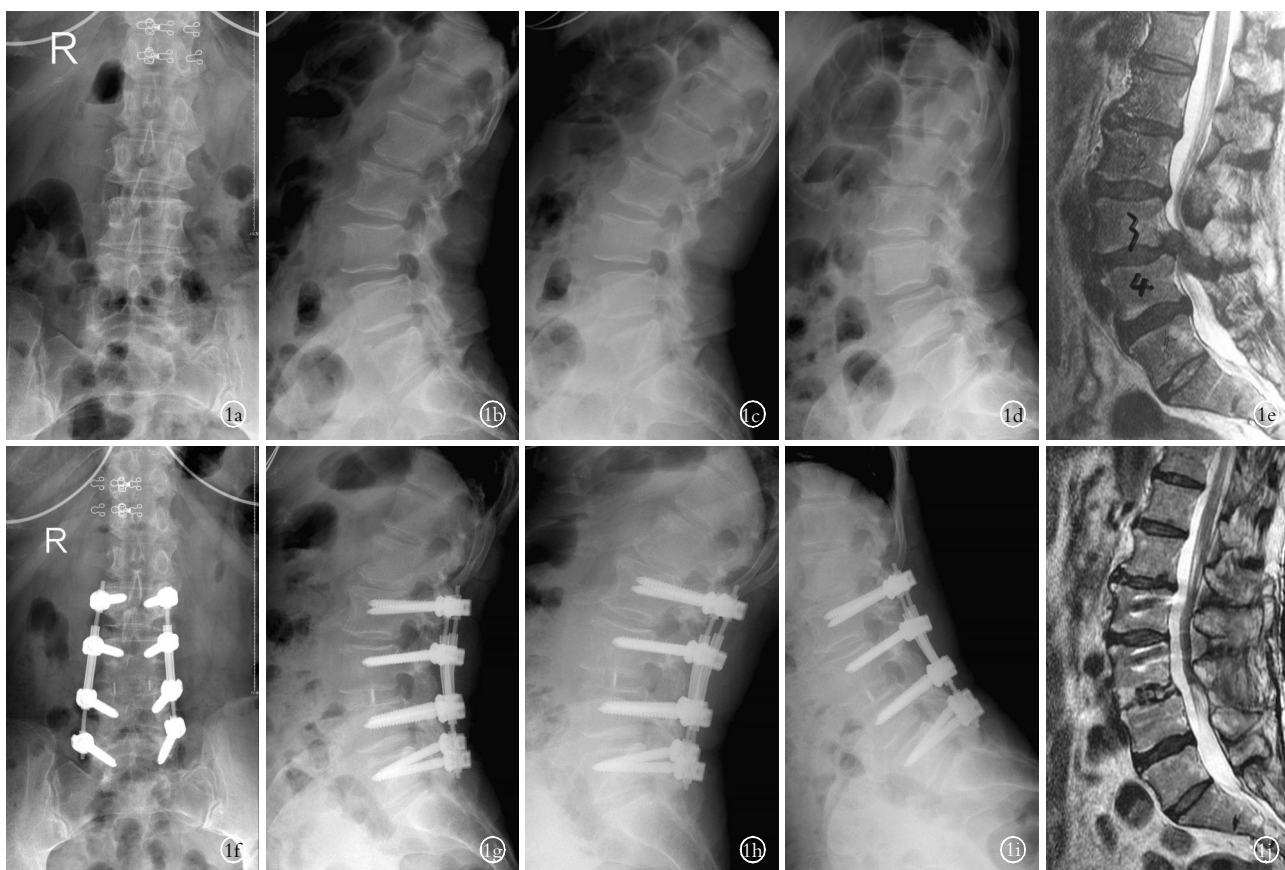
女性患者, 53 岁, 腰椎管狭窄症、L<sub>3,4</sub> 椎间盘巨大突出、L<sub>5</sub> 椎体 I 度滑脱 1a, 1b. 术前正侧位 X 线片示 L<sub>5</sub> 椎体 I 度滑脱 1c, 1d. 术前过伸过屈位 X 线片 1e. 术前 MRI 示 L<sub>3,4</sub> 椎间盘突出巨大继发椎管狭窄, 相邻椎间盘退变明显(L<sub>2,3</sub>、L<sub>4,5</sub>) 1f, 1g. 术后 1 年正侧位 X 线片示内固定无松动、移位、断裂 1h, 1i. 术后 1 年过伸过屈位 X 线片示 L<sub>3,4</sub> 已经椎间融合, 且 L<sub>2,3</sub>、L<sub>4,5</sub> 的 ROM 有所减少 1j. 术后 1 年 MRI 示 L<sub>3,4</sub> 椎管狭窄已彻底解除, 应用改良 Pfirrmann 分级可以看到邻椎有所好转, 其中 L<sub>2,3</sub> 由术前 4 级转为 3 级, L<sub>4,5</sub> 由术前 5 级转为 4 级
